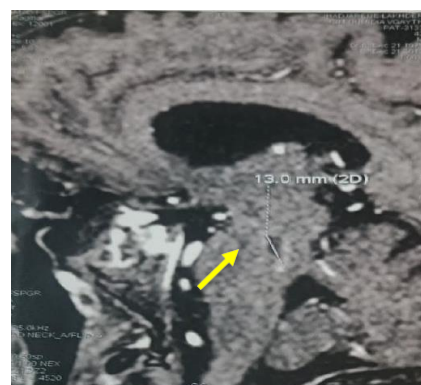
IRM cérébrale de contrôle du patient 02 : nette réduction de la lésion du tronc cérébral mesurant 13x07x05 mm, absence d'œdème péri lésionnel
